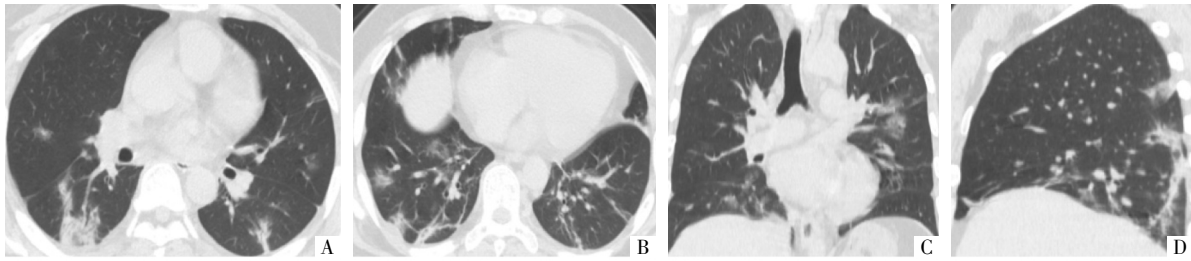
病人女,55岁。有疫区接触史。于治疗后10d复查HRCT。A、B图为CT平扫肺窗横断面影像;C、D图分别为CT平扫肺窗重建冠状面、矢状面影像,示两肺多发斑片GGO影、条索状高密度影,部分病灶内细支气管壁增厚。
